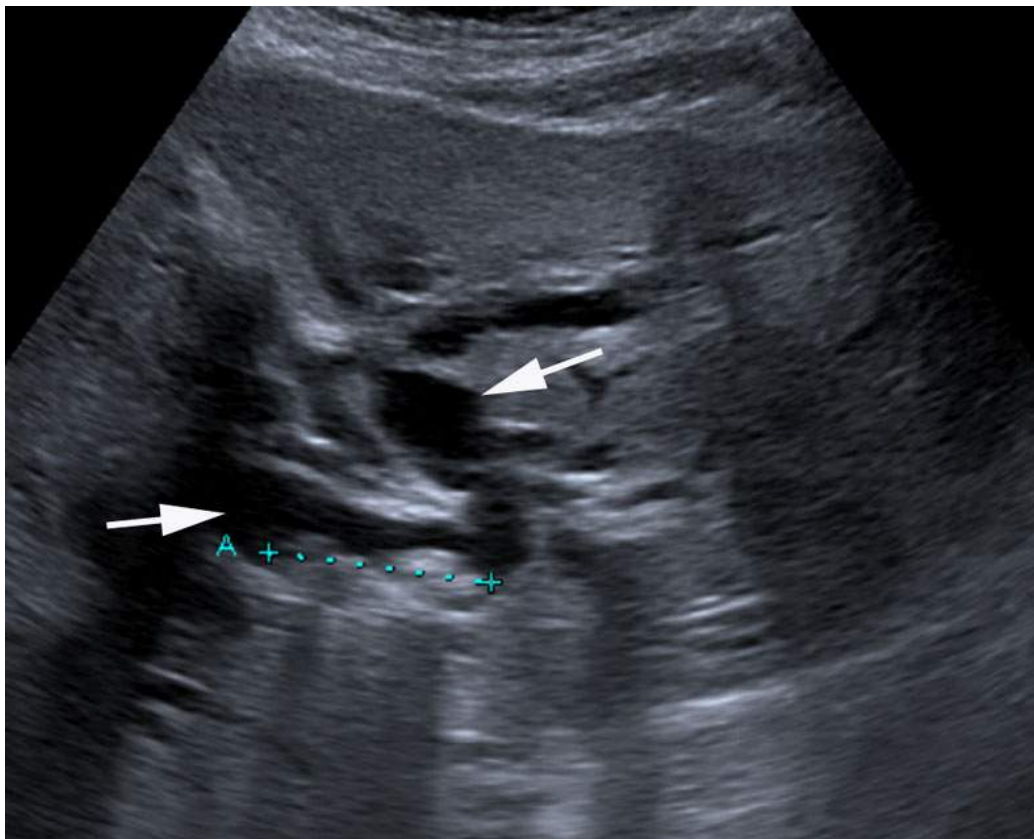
Exemple de ligature malencontreuse de la voie biliaire principale lors d'une cholécystectomie. Le contrôle échographique réalisé en raison de l'installation d'un ictère postopératoire objective une dilatation marquée des voies biliaires intrahépatiques gauche et droite (flèche). À noter la présence de sludge ou de débris intraluminaux déclinés (calipers)
